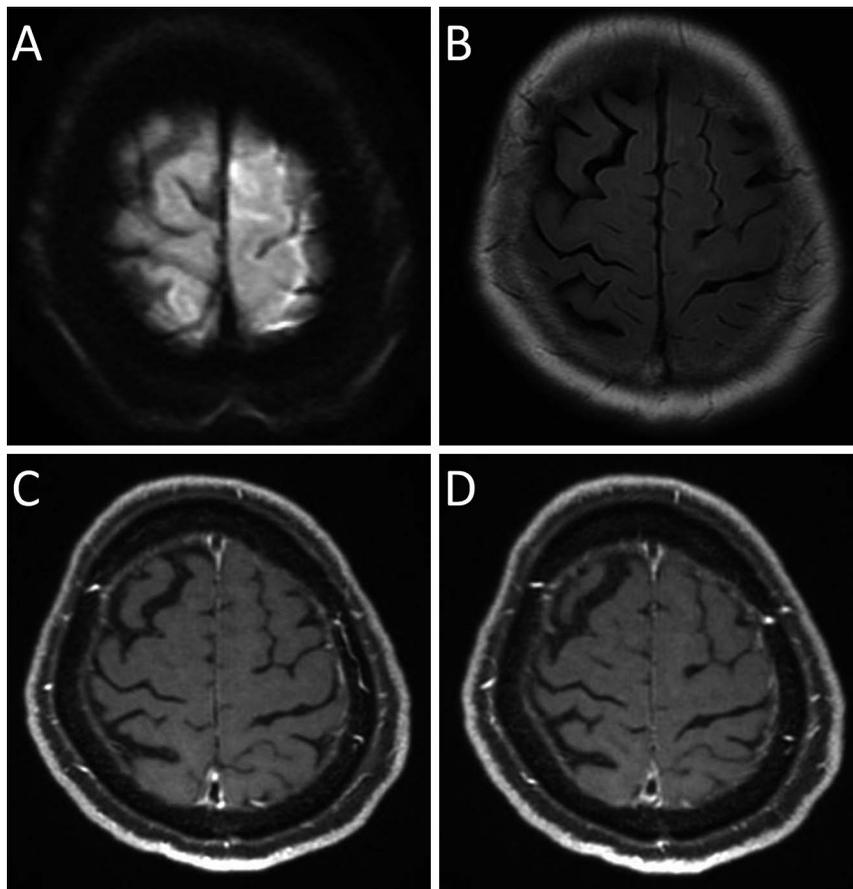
Follow-up brain MRI performed on day 150 after admission.
